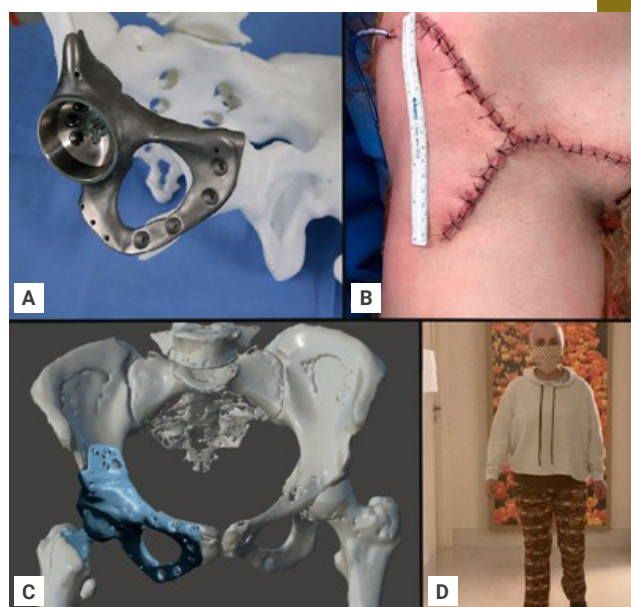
Aspecto final da prótese sendo testada em um modelo plástico da bacia (a), após confecção na impressora 3-D, que usa tecnologia EBM (eletronic beam melting) para fundir e solidificar o titânio em pó. A via cirúrgica utilizada foi a ilioinguinal com uma extensão anterior distal (b). Após a cirurgia, uma TC com reconstrução 3-D (c) foi utilizada, para confirmar o correto posicionamento do implante. Após seis meses da cirurgia, a paciente consegue deambular sem dor, com carga total (d). (3-D: tridimensional; TC: tomografia computadorizada.)
